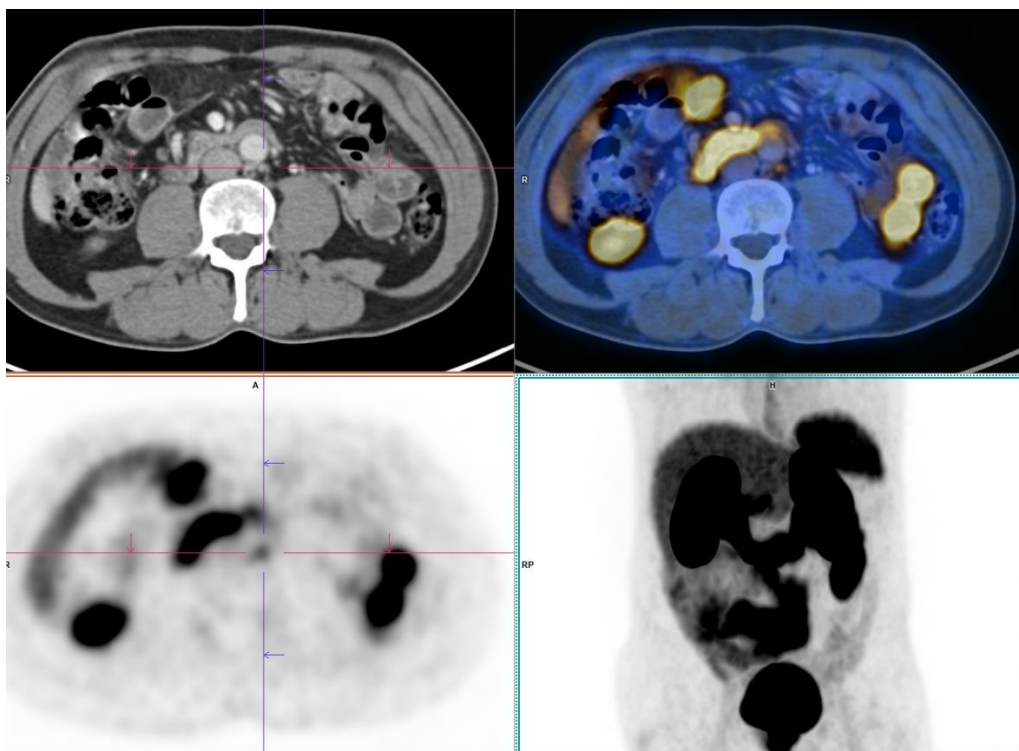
Estudio PET/CT 68 Ga-PSMA, adenopatía retroperitoneal.
